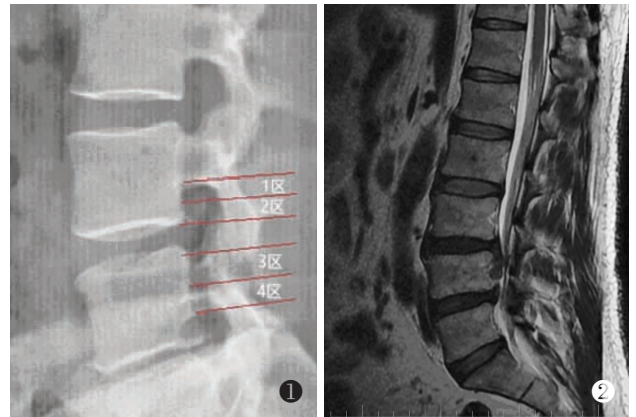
基于 MRI 矢状位上的游离间盘分型, 移位至 1 区和 4 区为重度脱垂 图 2 术前矢状位 MRI 显示 L_{3,4} 节段椎间盘向下方重度脱垂
